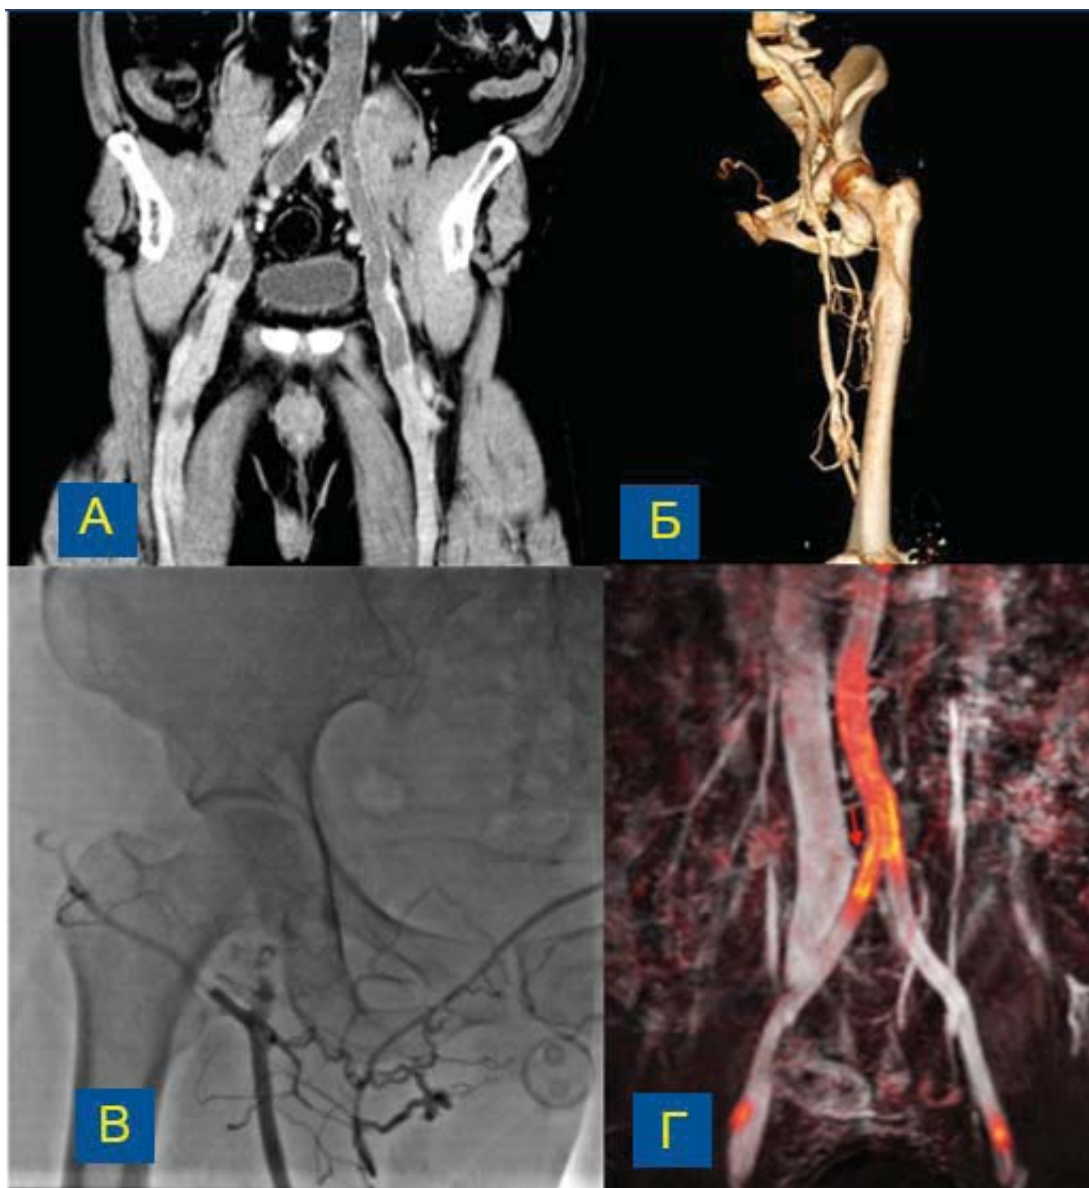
Различные методы визуализации перед интервенциями на венах. А – КТ-флебография; Б – прямая КТ-флебография (с введением контрастного вещества через венозный катетер, установленный на стопе пациента); В – прямая флебография; Г – МР-флебография.
